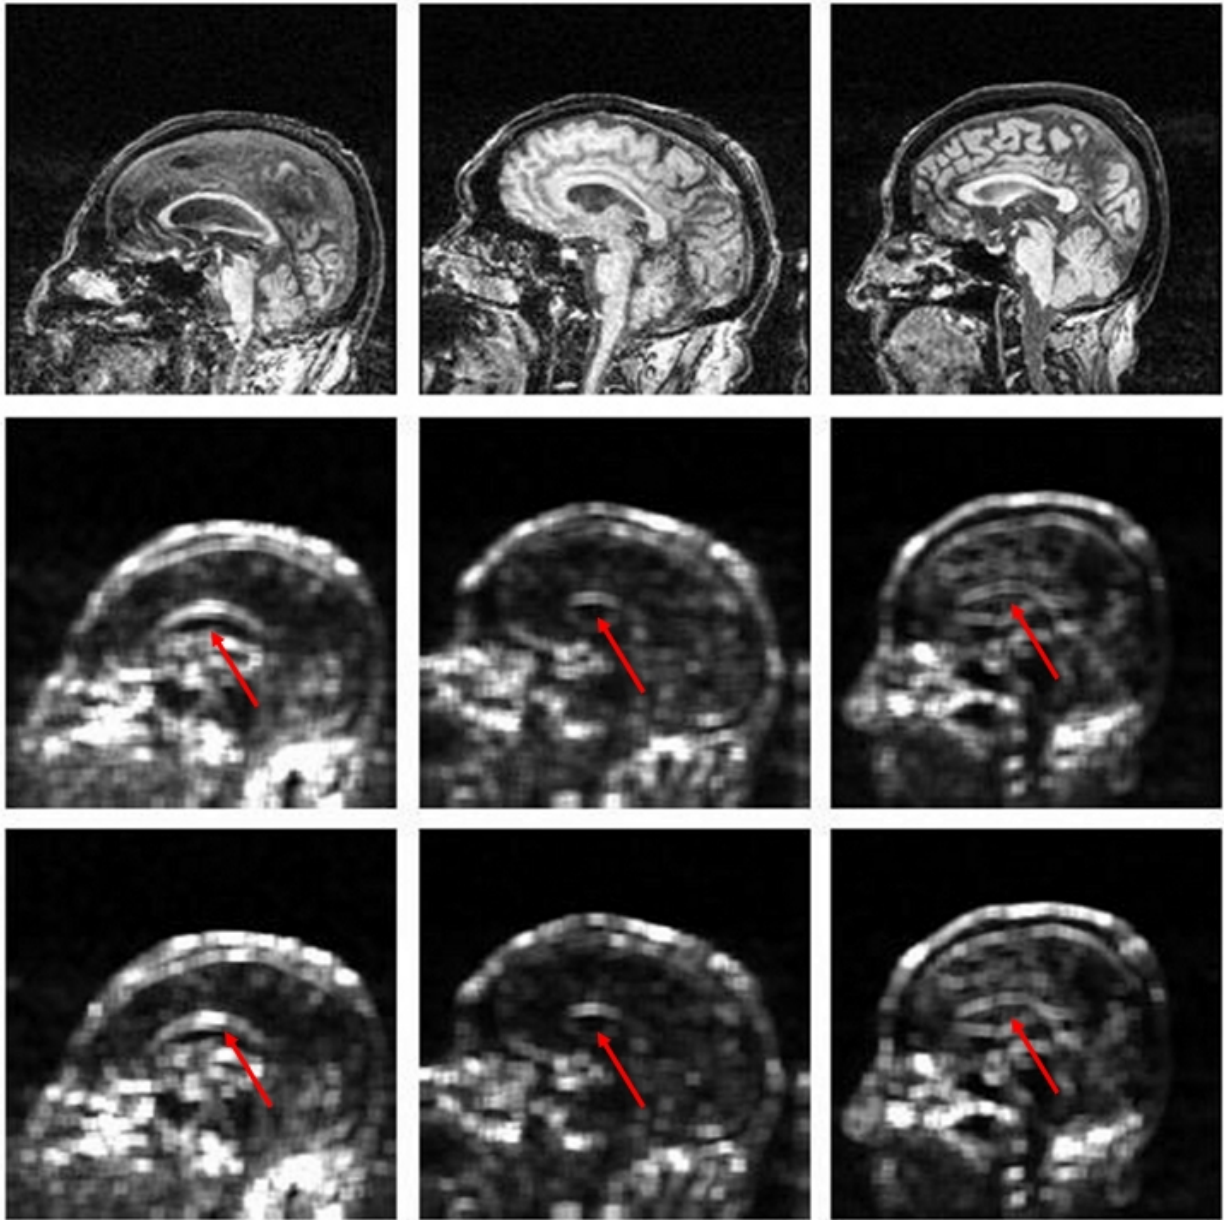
Mapas de parâmetros de textura. Parte superior: Imagem de RM de paciente portador de DA (à esquerda), paciente portador de DCL (centro) e de controle (direita). No centro e na parte inferior mapas de Contraste e Variância da Diferença para os mesmos casos, respectivamente, calculados a partir de uma MCO com distância $d = 1$ e direção $\theta = 90^\circ$. Os mapas de ambos os parâmetros mostram uma variação na intensidade dos níveis de cinza para os pacientes de DA e DCL: existe um maior brilho no meio dessa estrutura (corpo caloso) e menos brilho nas laterais. Nos pacientes com DA, toda a estrutura é mais brilhante do que em pacientes com DCL. Esta variação de brilho não ocorre para a imagem do controle.
